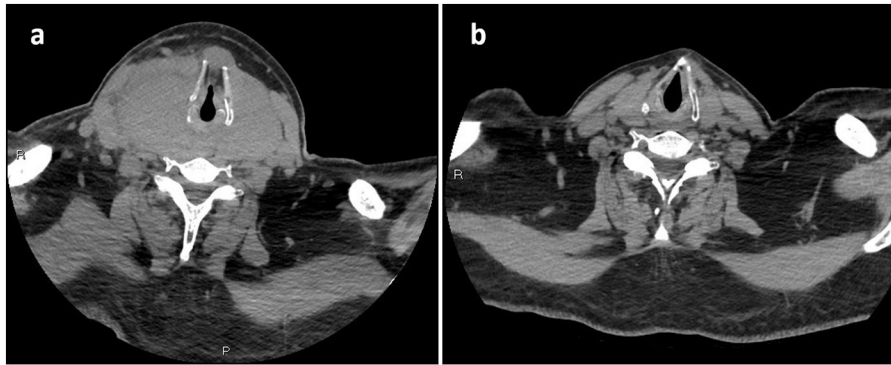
Tomografía computarizada cervical con contraste intravenoso, proyección axial al nivel del cricoides: a) en el momento del ingreso; b) 3 meses después.
